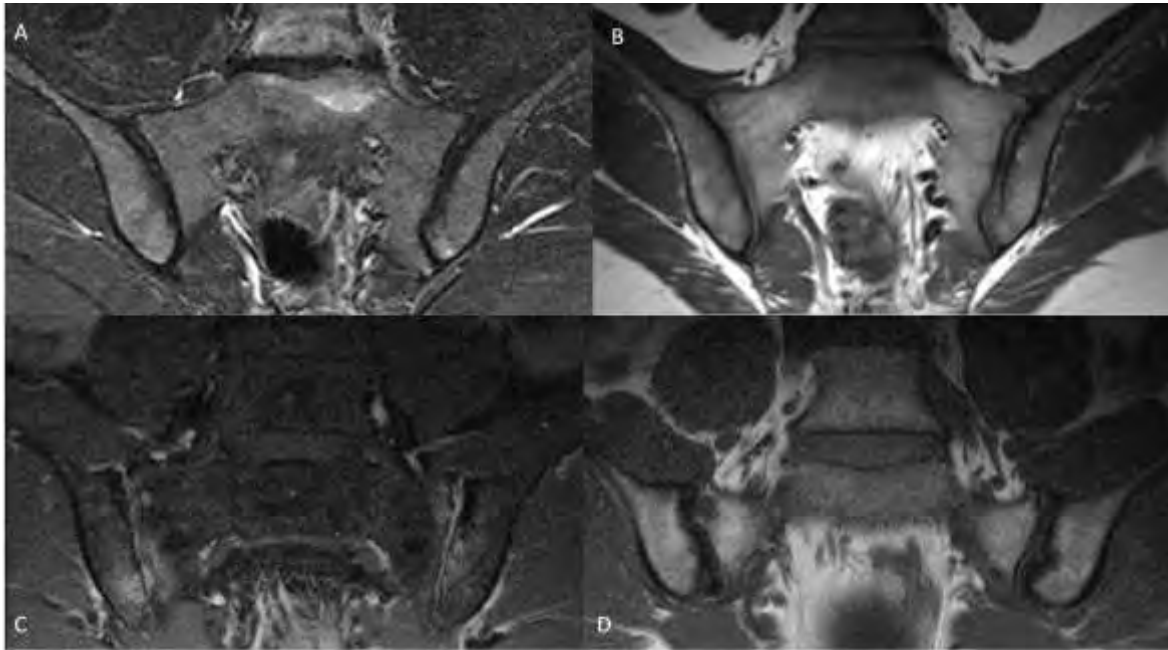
Articulations sacro-iliaques normale et sacro-iliite (inflammatoire et structurale) en IRM
